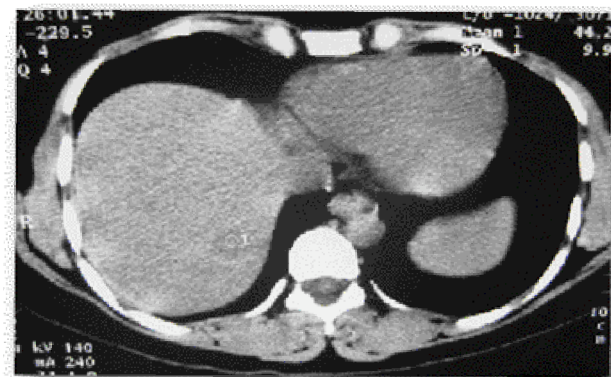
aspect en TDM avant injection produit de contraste
